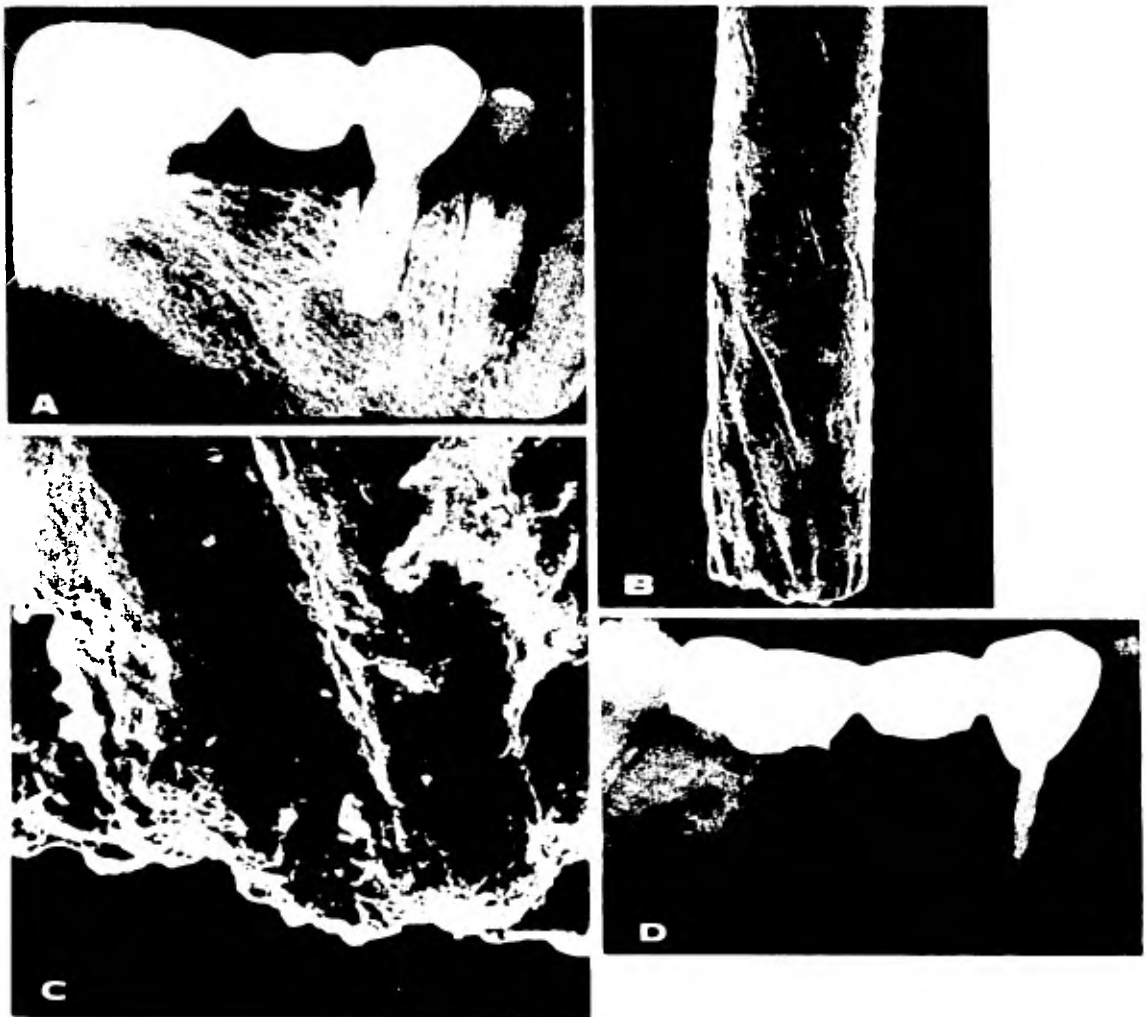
Fracaso en tratamiento endodóncico obturado con conos de plata después de 20 años. A. Cono de plata usado incorrectamente en un premolar mandibular. Dolor e inflamación fueron las primeras indicaciones de un problema periapical. B. Fotomicrografía de la punta de plata removida del conducto radicular. C. Fotomicrografía aumentada del cono de plata. Aparentes depósitos corrosivos. D. Reparación ósea después de un año del retratamiento de la pieza, obturada con gutapercha y condensación lateral.
